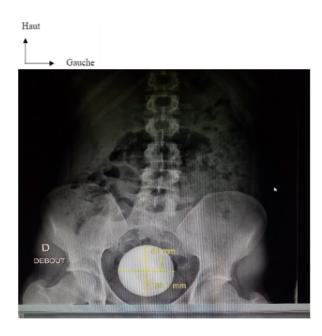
radiographie de l'abdomen sans préparation, corps étranger dans l'air de projection du rectum
